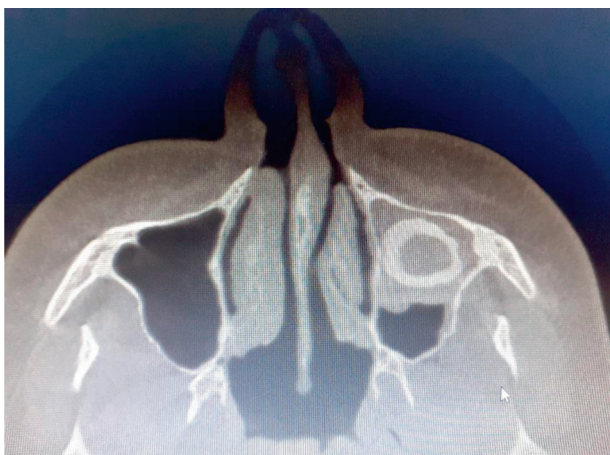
Компьютерная томограмма (аксиальная проекция) пациентки П. до оперативного вмешательства
